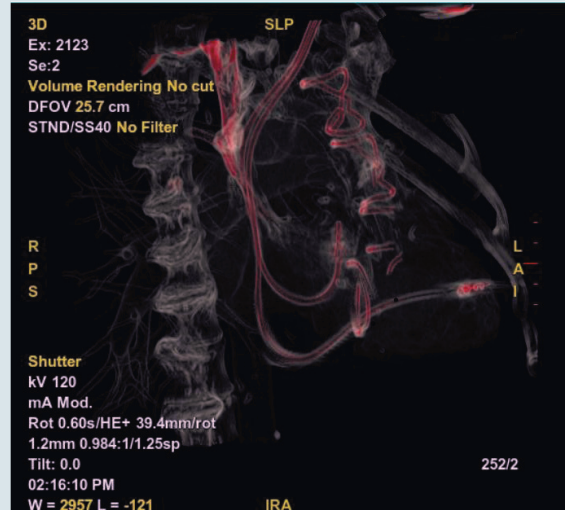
Післяопераційна КТ грудної клітки з кольоровою 3D-реконструкцією (кістковий режим)
